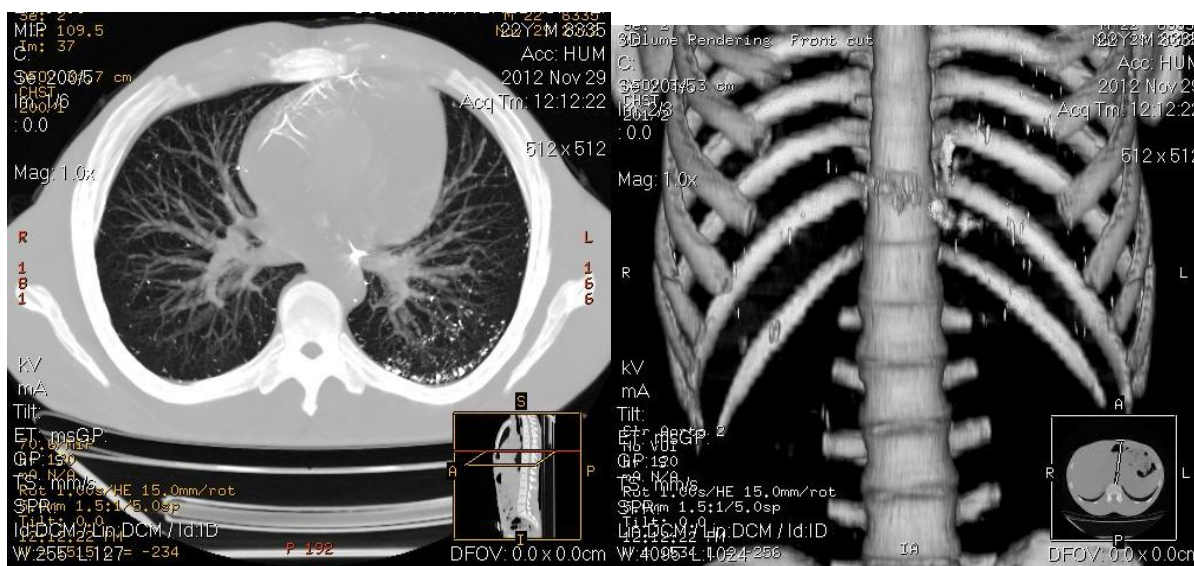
Больной М. С., 22 года. Компьютерная томография.
